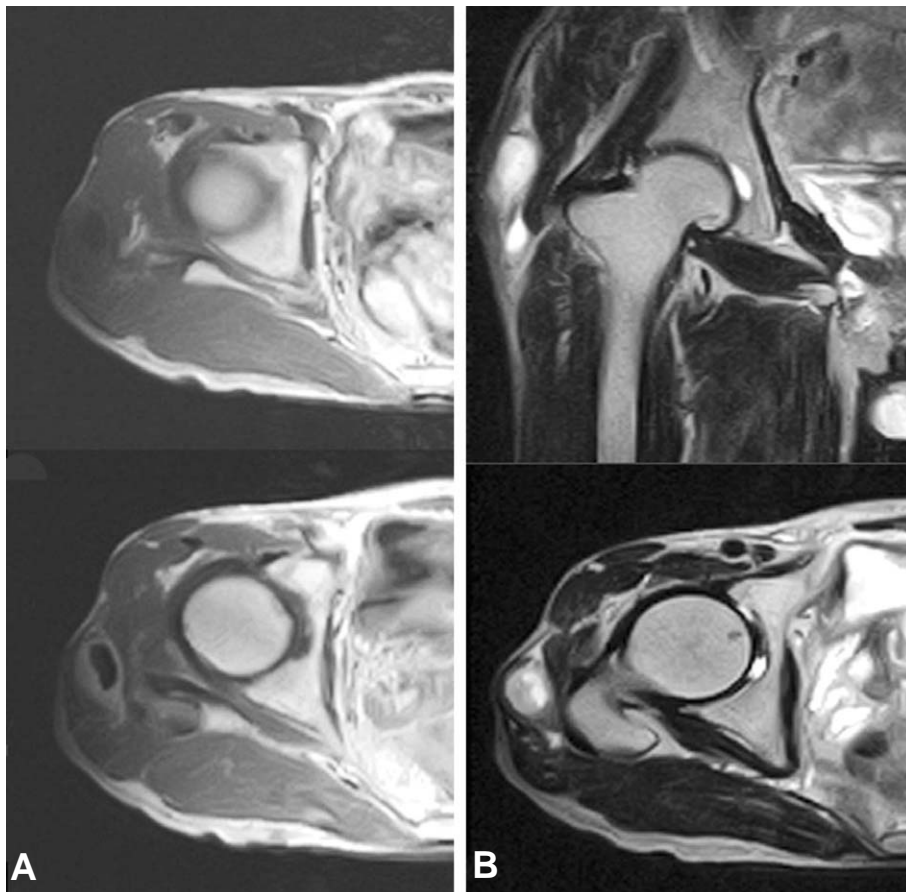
The magnetic resonance image of right proximal thigh. (A) T1-weighted image shows well-defined ovoid mass with isosignal intensity (above) with enhancement on gadolinium contrast-enhanced image (below). (B) coronal (above) and axial (below) T2-weighted image shows high signal intensity in the mass.
